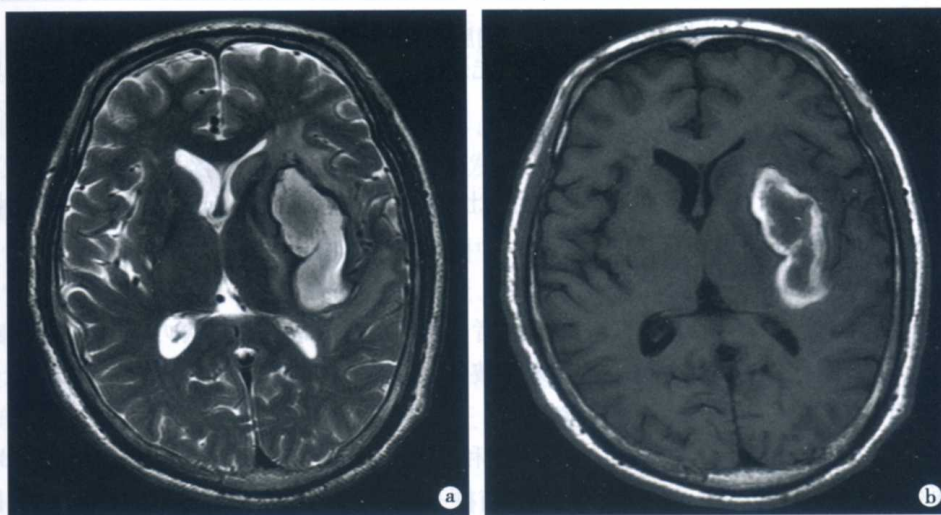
亚急性期脑出血的 MRI 表现
